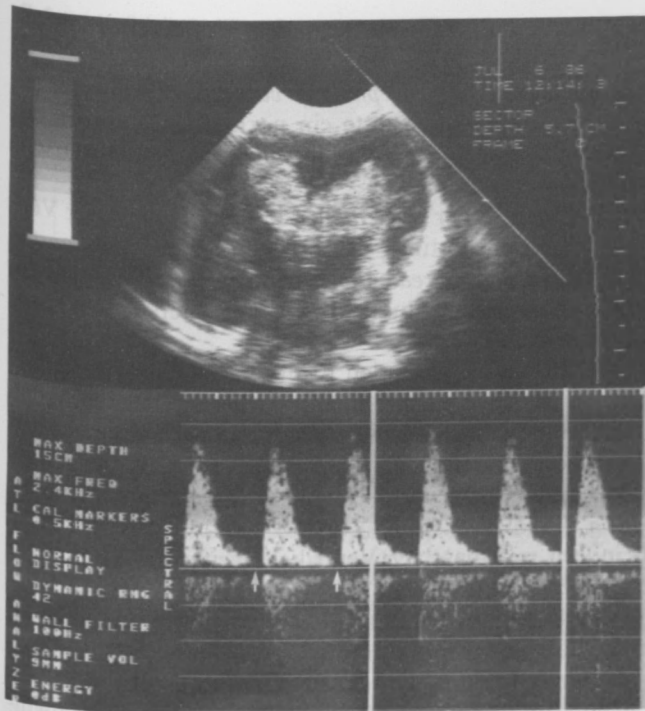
Dopplersonographisches Flußprofil in der A. cerebri ant. bei einem Frühgeborenen der 27. Schwangerschaftswoche mit einer schweren Hirnblutung Grad IV. Erniedrigung aller Flußgeschwindigkeiten mit fehlendem enddiastolischen Fluß (Pfeile). Klinisch kein Hinweis für offenen Ductus arteriosus Botalli. pCO_2 bei der Untersuchung 45 mmHG
